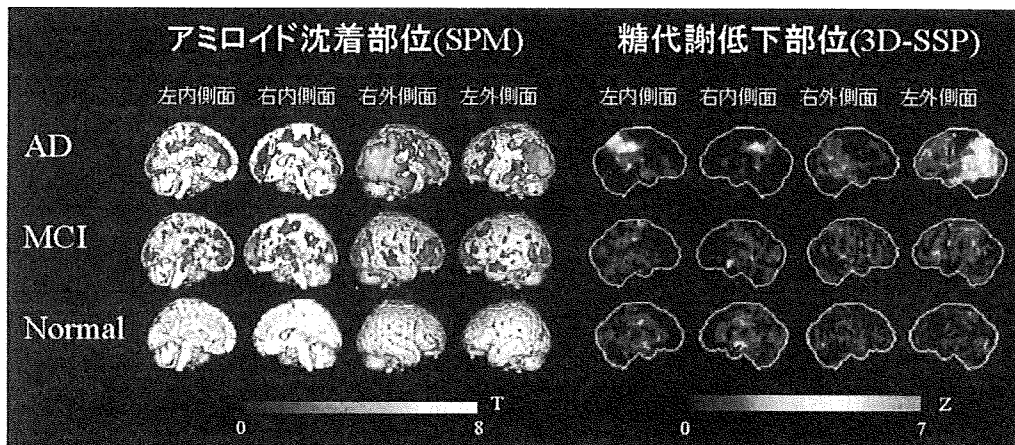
アルツハイマー病 (AD), 軽度認知障害 (MCI), 健常高齢者 (Normal) の各症例の [C-11]BF-227, [F-18]FDG PET 画像を正常データベースと比較した統計画像。
